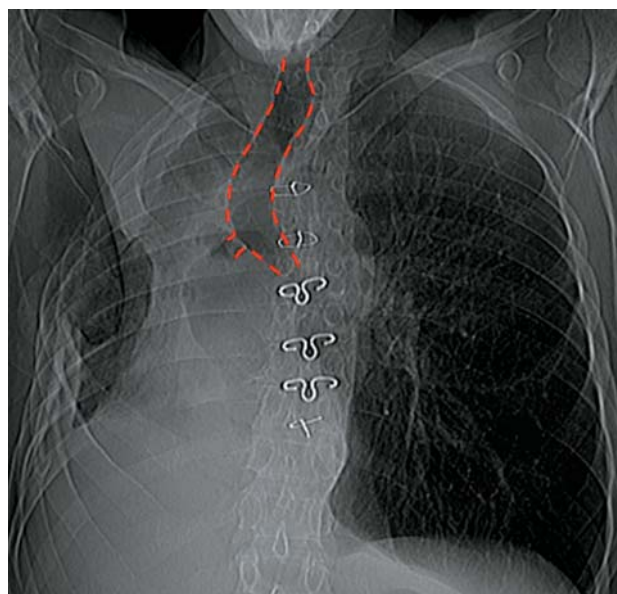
Рентгенограмма больного Г., 56 лет. Срединная линия трахеи смещена, что затрудняет этап мобилизации средостения.
